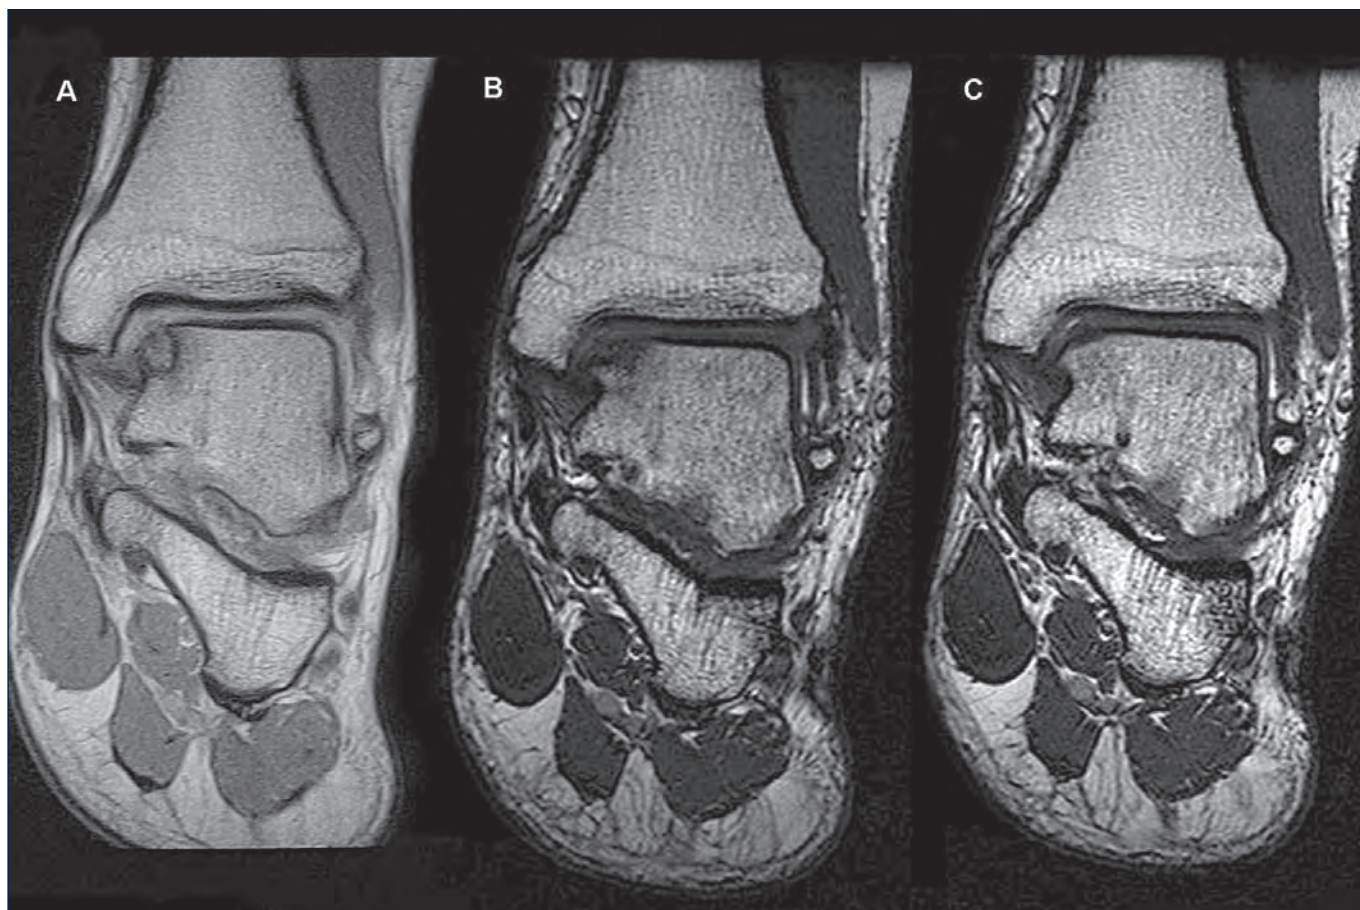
Immagine di RMN nel preoperatorio (A), a 6 mesi (B) e a 12 mesi (C) dall'intervento chirurgico.
